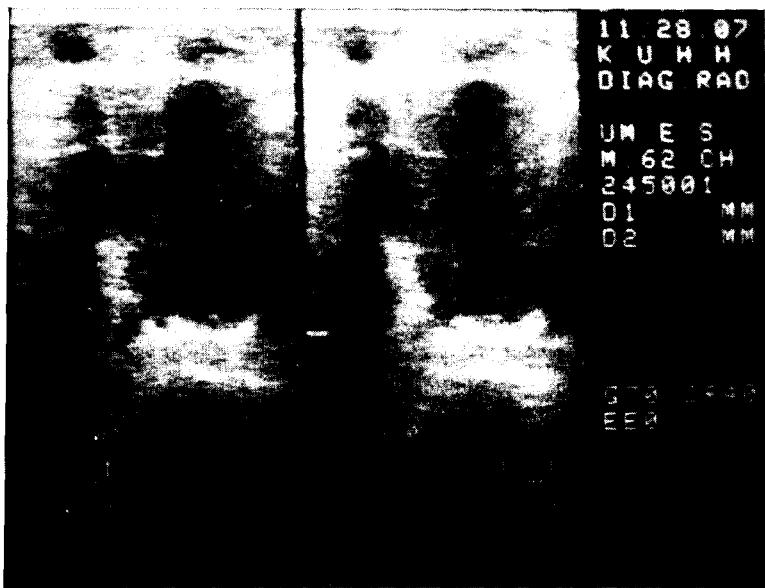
胸부 sonogram 소견 (수술전)
